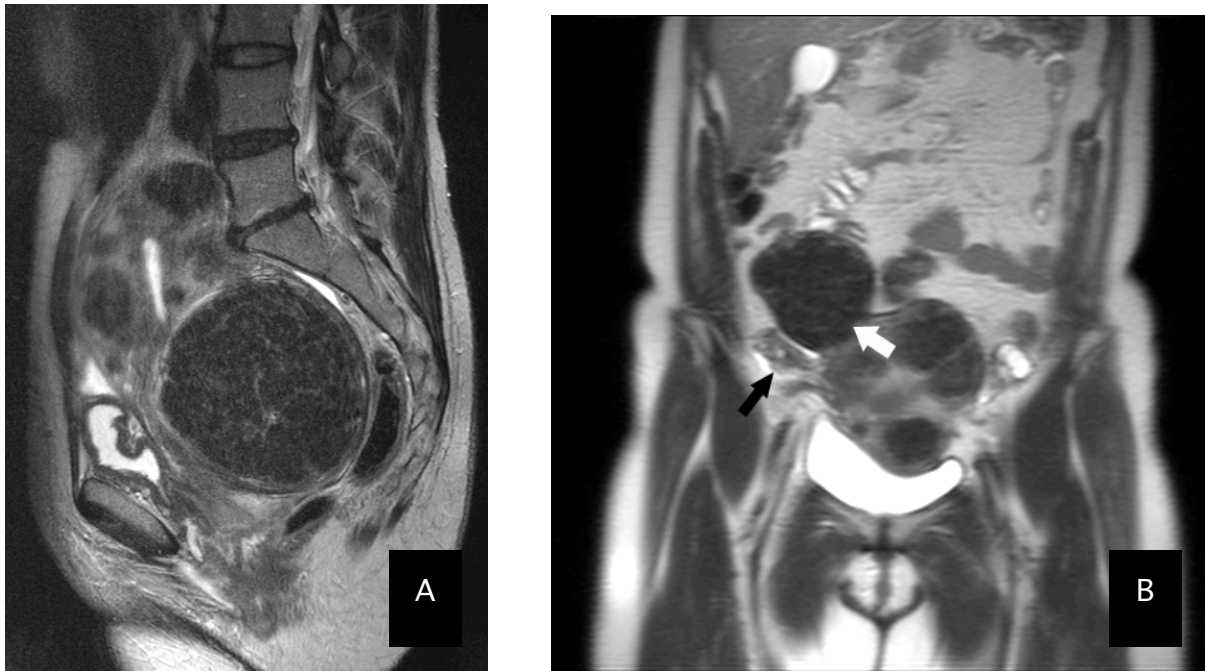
T2-gewichtete kernspintomographische Aufnahmen eines Uterus myomatosus
